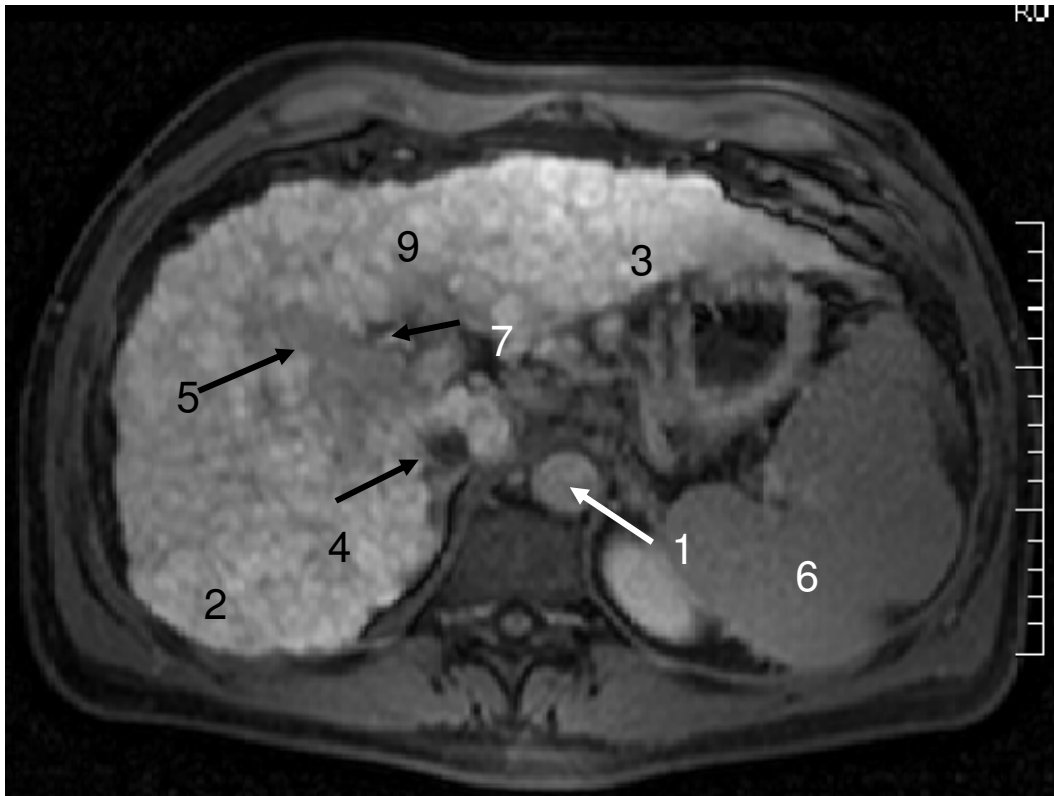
Zirrhotische Leber, Sequenz: TR 123 TE 6,9, MRT 1; 10 min nach Kontrastmittelgabe; 1 Aorta; 2 rechter Leberlappen; 3 hypertrophierter linker Leberlappen; 4 Vena cava inferior; 5 Lebervene; 6 Splenomegalie; 7 DHC n; 9 knotiger Umbau der Leberoberfläche
